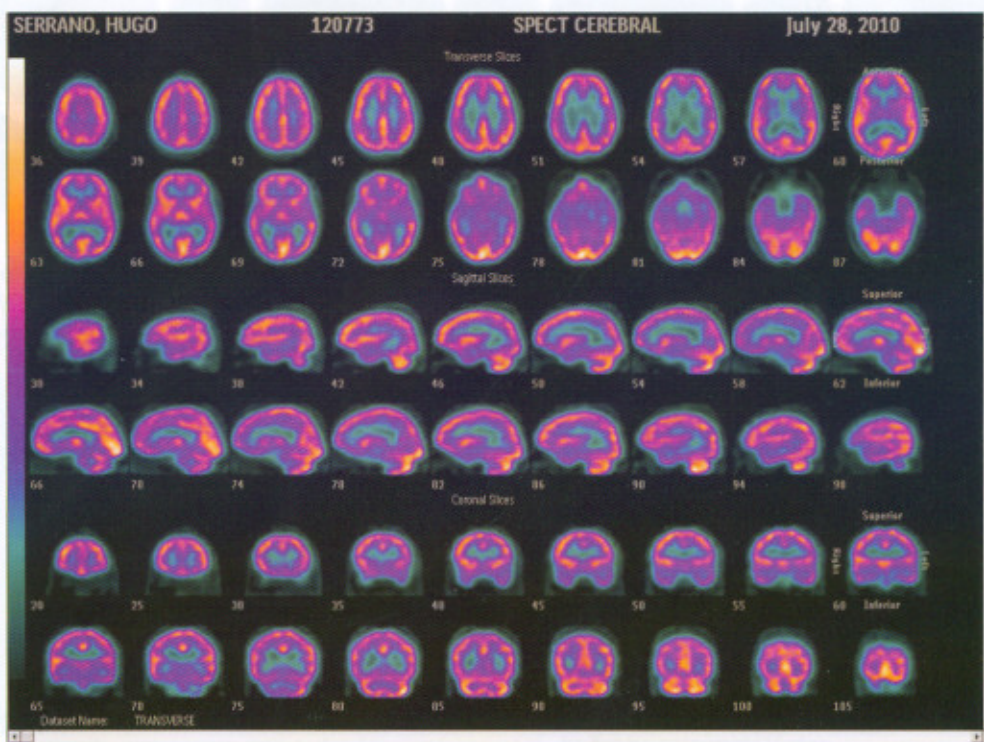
Imagen por SPECT-CT en cortes axial, coronal y sagital que muestra importante disminución de la perfusión a nivel parieto-temporal bilateral
